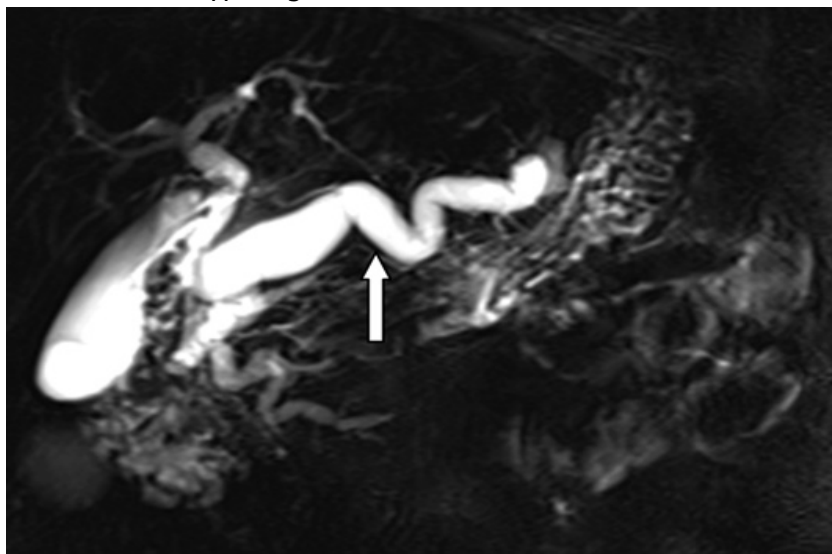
Bili-IRM d'une TIPMP du canal pancréatique principal montrant une dilatation diffuse du canal de Wirsung (81)
